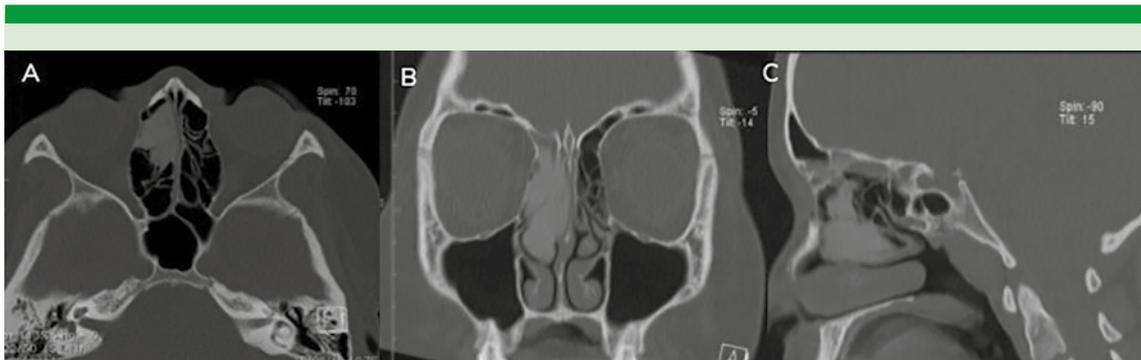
Tomografía axial computada de nariz y senos paranasales preoperatoria. A. Plano axial que muestra una tumoración en el cornete medio con ocupación de las celdillas etmoidales anteriores. B. Plano coronal que muestra un área heterogénea que se extiende anteriormente hacia las hendiduras olfatorias. C. Plano sagital que muestra la lesión extendiéndose hacia la lamela basal.
